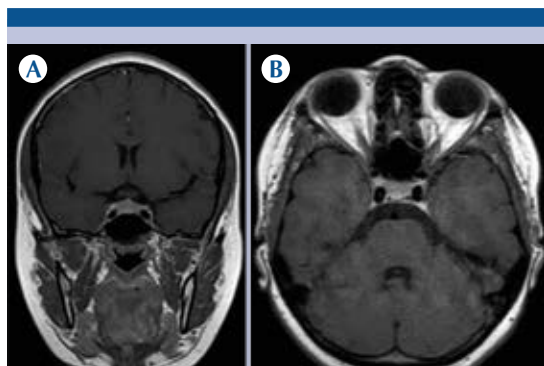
Resonancia magnética con gadolinio. A-B) En secuencia T1 coronal y T1 axial muestra el seno cavernoso derecho de tamaño y morfología normales.
